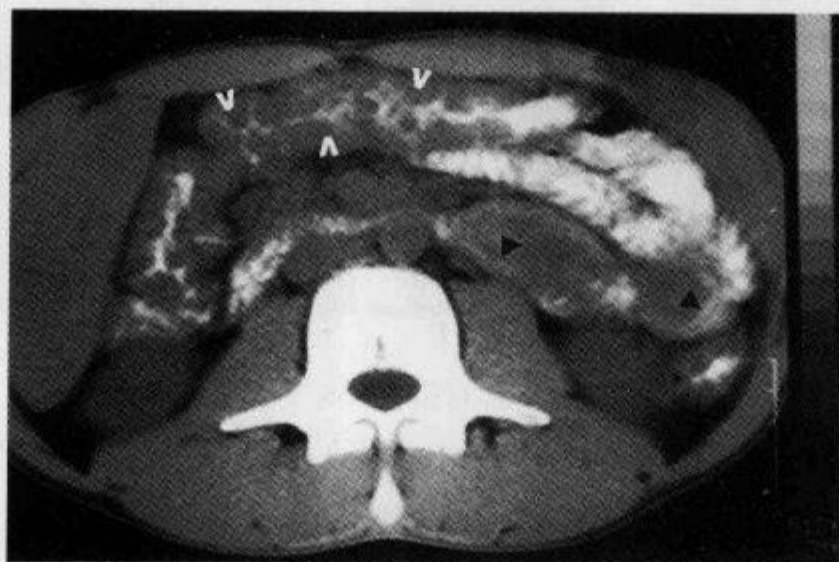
克罗恩病,CT 示“手风琴征”
